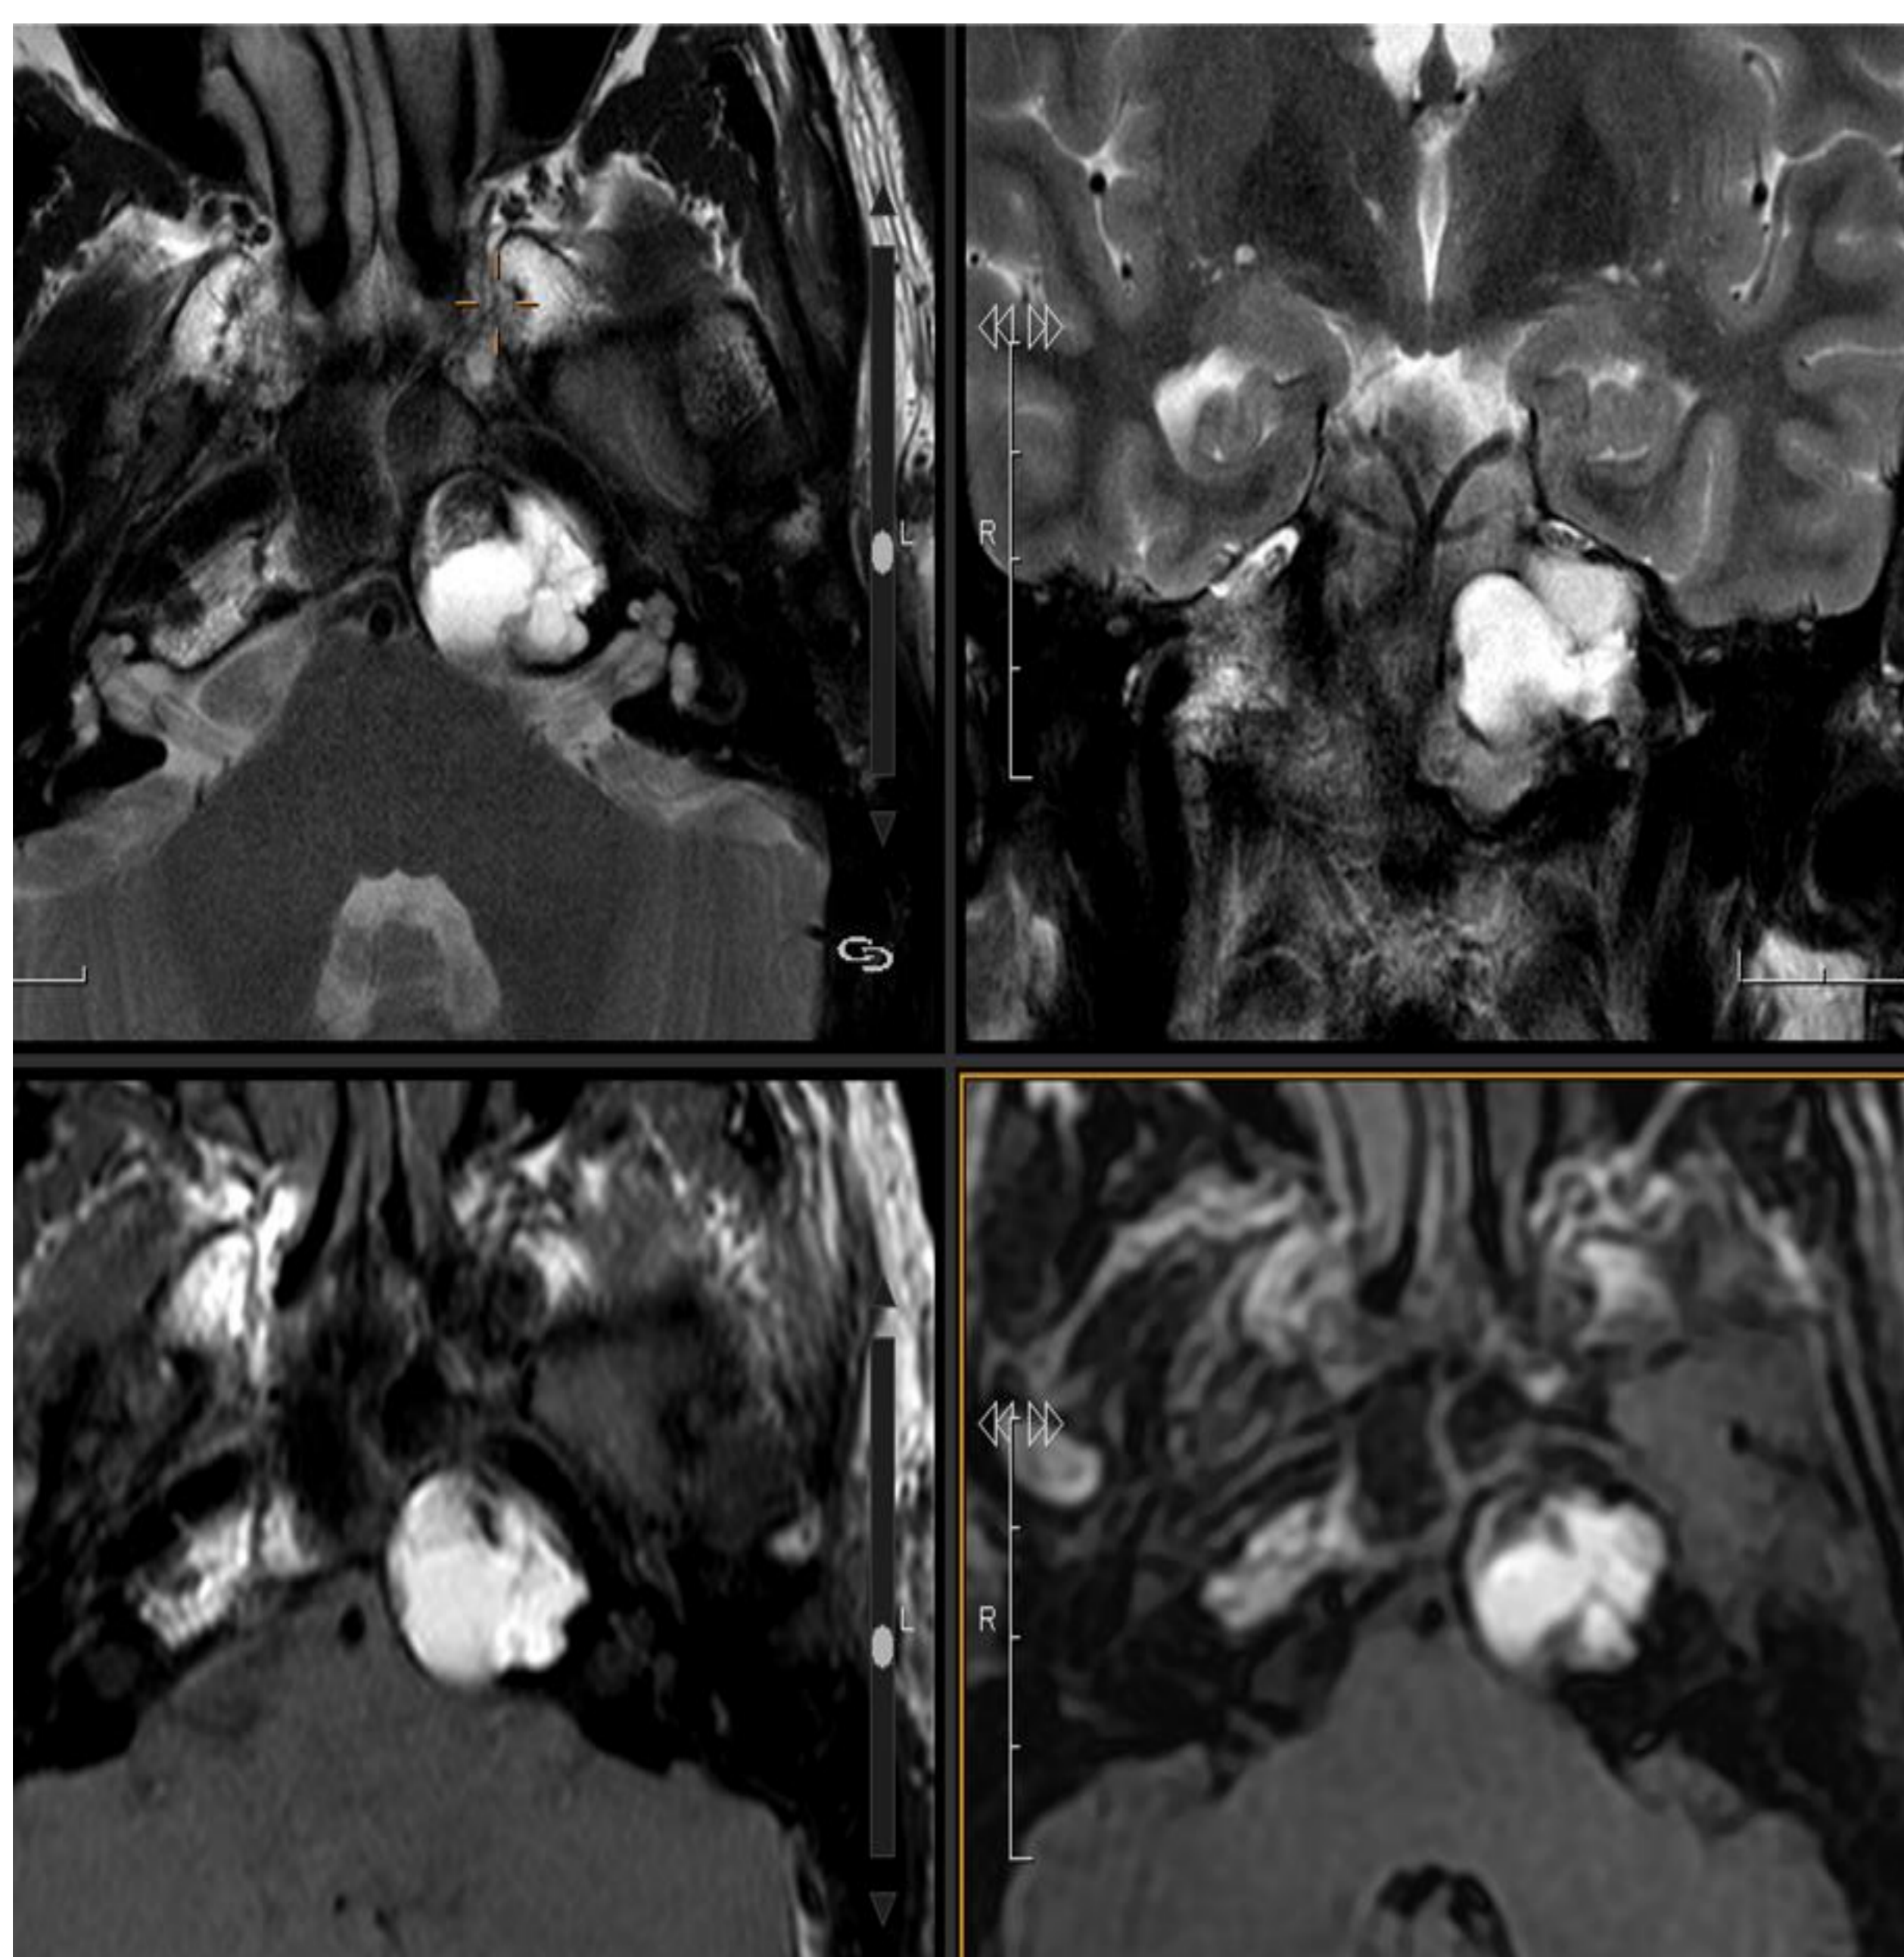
Axial T2 y coronal, axial T1 sin y axial FLAIR. Lesión expansiva en ápex petroso, hiperintensa en T1 y T2.
